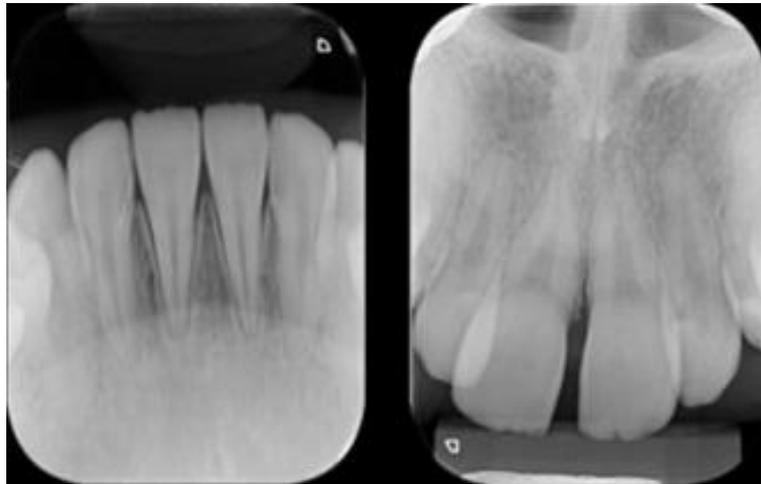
Radiografias periapicais sugerindo encurtamento das raízes dos incisivos.
